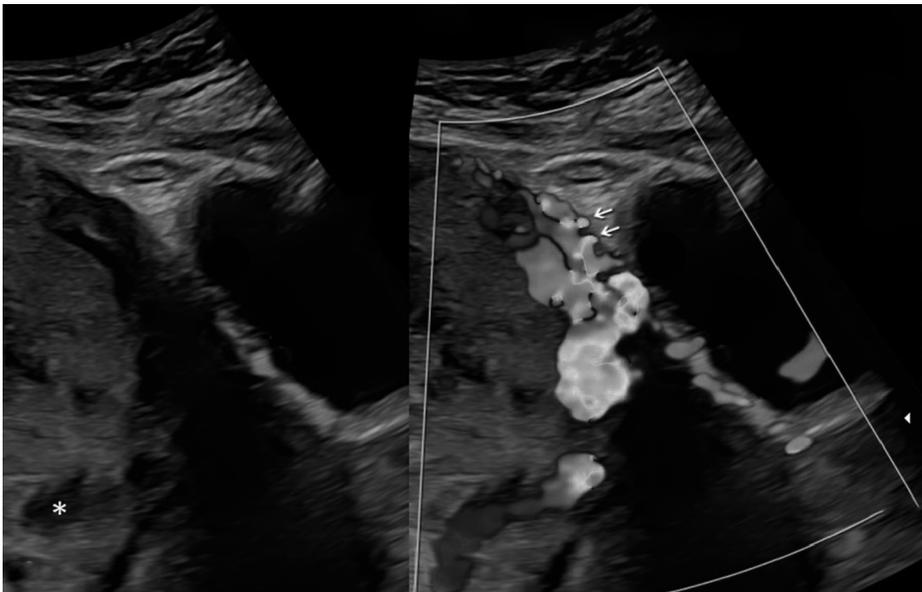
Imagen transabdominal a las 32 semanas de gestación. A. Se observa la ausencia de miometrio y una línea hipoeoica retroplacentaria irregular. El asterisco señala una laguna irregular con flujo en su interior; las flechas blancas señalan disrupción de la interfase uterovesical. B. Se identifica un aumento de la señalización Doppler entre la interfase uterovesical. Las flechas blancas señalan vasos "puente" que tienen correspondencia con la disrupción señalada en "A"; la flecha amarilla señala un vaso alimentador de laguna con flujo desde el sitio de implantación. Se confirmó acretismo placentario en el estudio histopatológico después de la cesárea-histerectomía.
